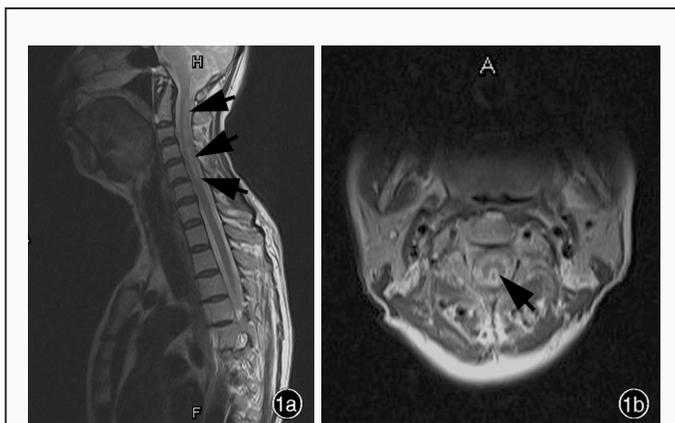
女性患者,62岁。临床诊断为脊髓亚急性联合变性。脊椎MRI检查所见 1a 矢状位T<sub>2</sub>WI显示C<sub>2-5</sub>脊髓后索长条状高信号影(箭头所示) 1b 横断面T<sub>2</sub>WI显示脊髓后部异常高信号影,呈“倒V征”(箭头所示)
